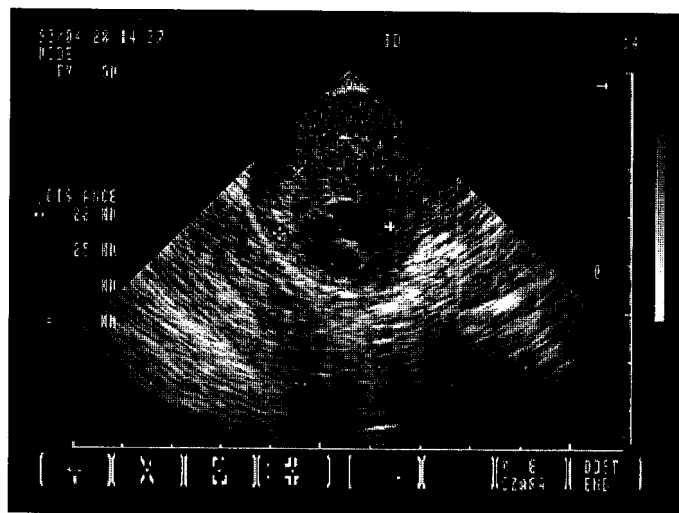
Ультразвуковая томограмма больной К. с диагнозом хориокарцинома через 3 нед после первого курса полихимиотерапии, полученная с использованием трансвагинального датчика (частота 5 МГц) в продольной плоскости.
